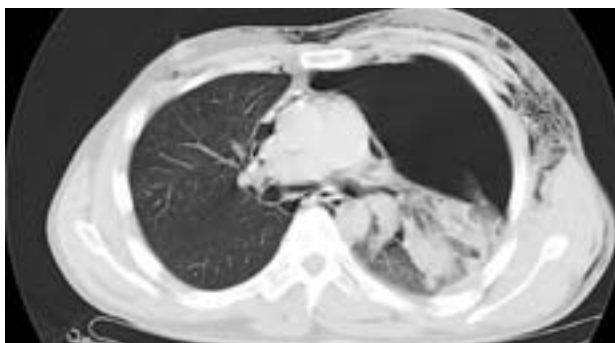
КТ грудной клетки пациента с проникающим колото-резаным ранением груди до операции: гематома мягких тканей, гемоторакс, пневмоторакс, коллапсирование и геморрагическое пропитывание нижней доли левого легкого.
